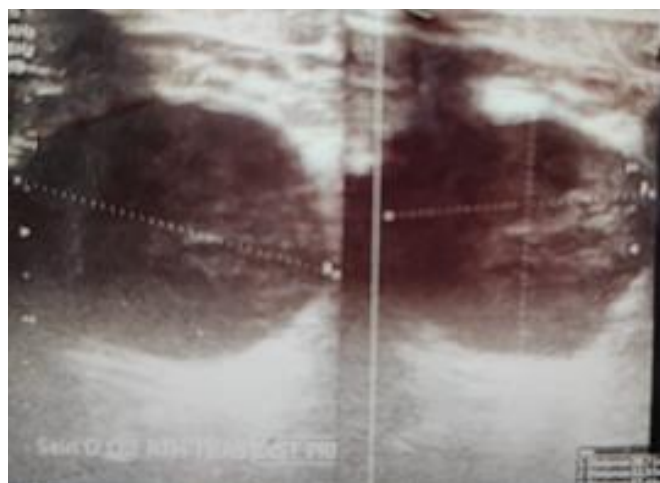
Image prise pour un adénofibrome par l'échographie mammaire
